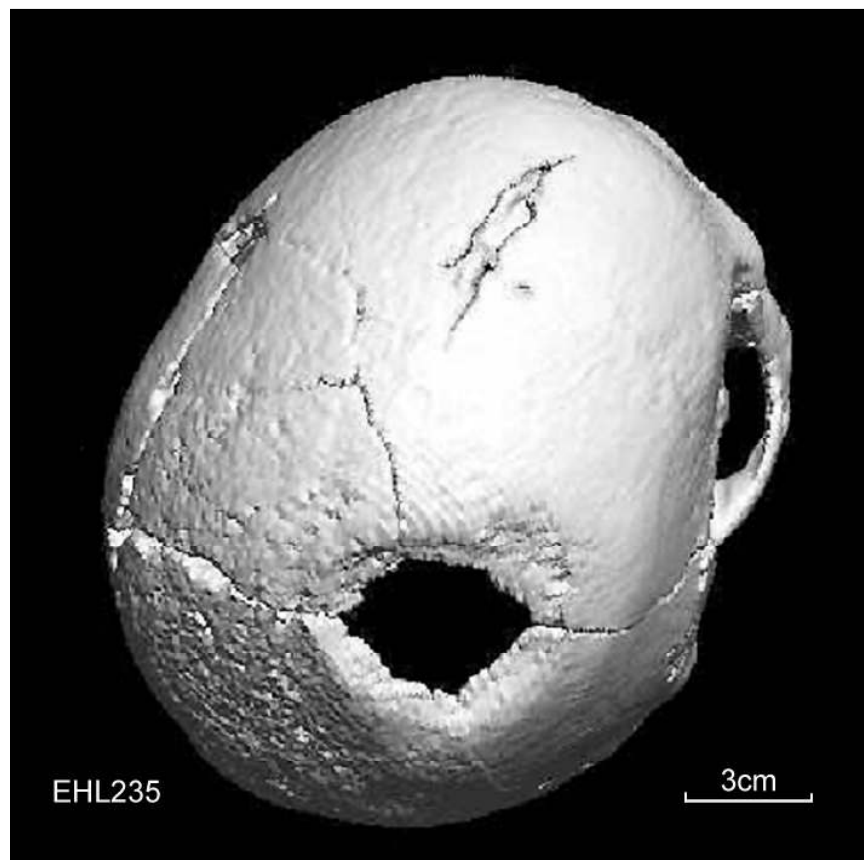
Rekonstruktion mittels Computertomographie des Schädels der früh-senilen Frau EHL235 in Direktauf-sicht (latero-vertico-occipital).
